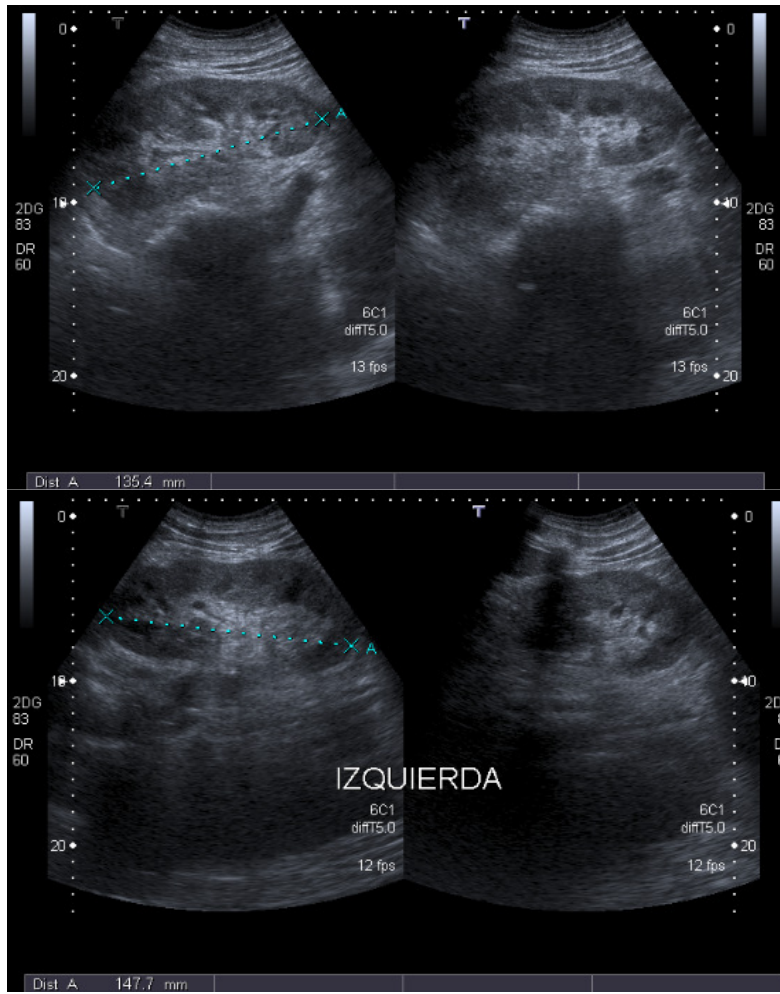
Ecografía renal.
